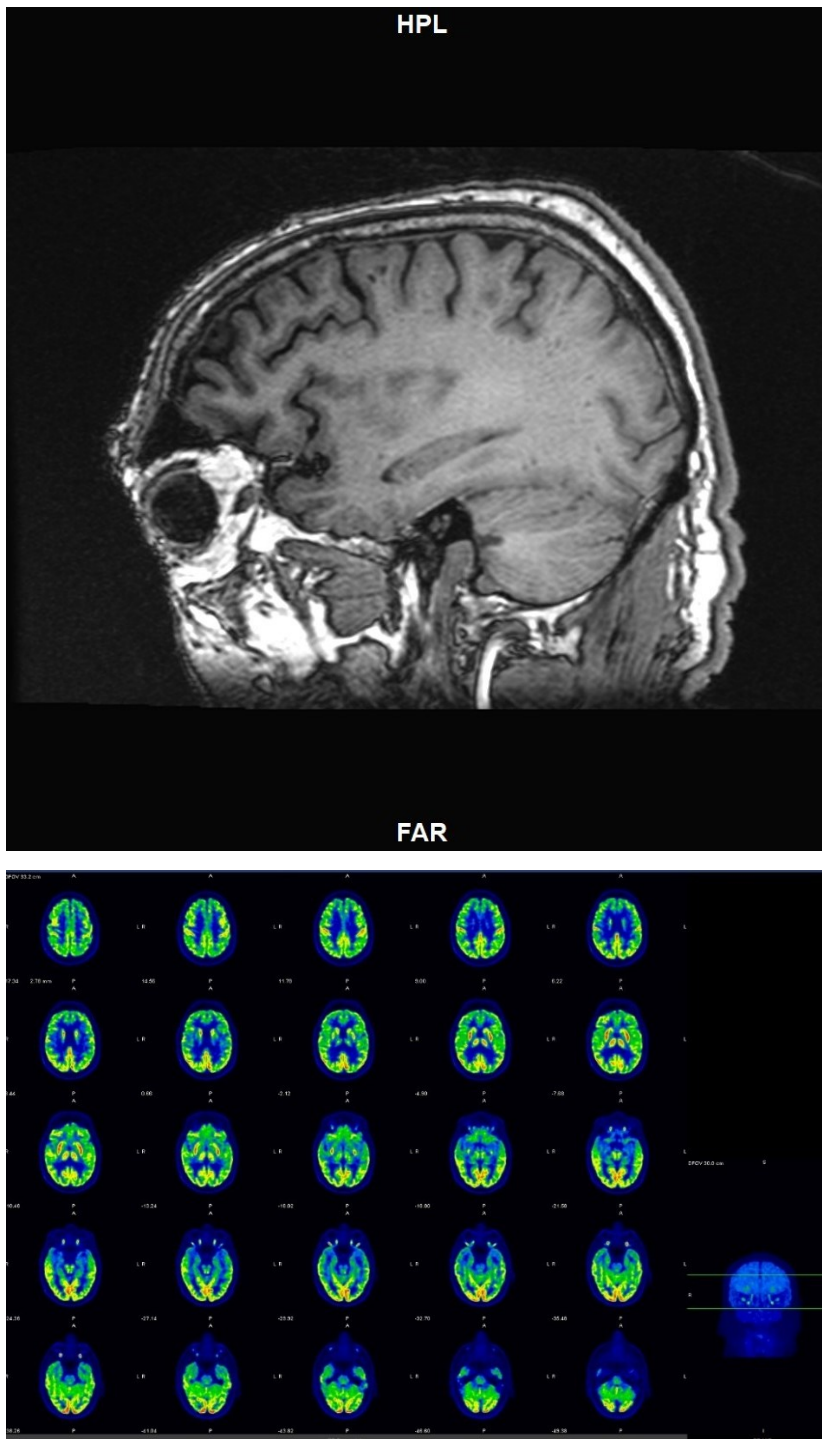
Immagini acquisite tramite PET/RM. Sopra: sezione sagittale di un paziente affetto da FTD in Risonanza magnetica con evidente atrofia in area frontale, Sotto: sezioni trasversali dello stesso paziente all'acquisizione PET.
